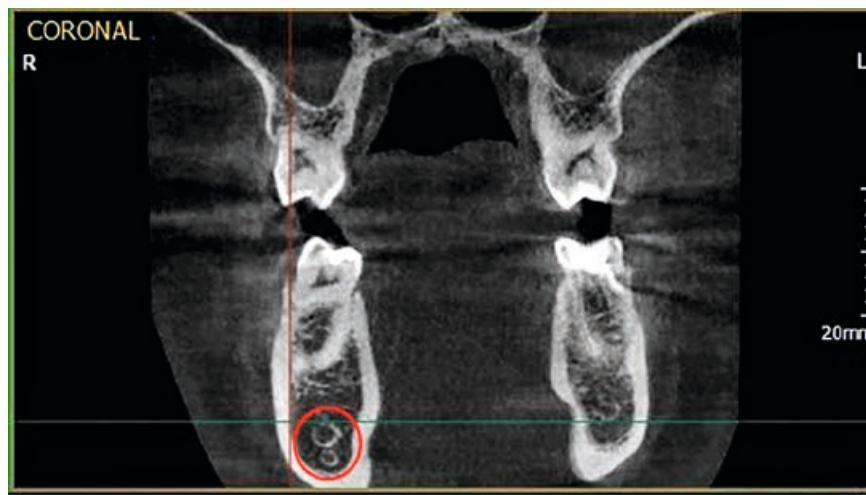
Асимметричное строение нижнеальвеолярного нерва, добавочный канал в области нижней челюсти справа во фронтальной проекции конусно-лучевой компьютерной томографии Vatech.
